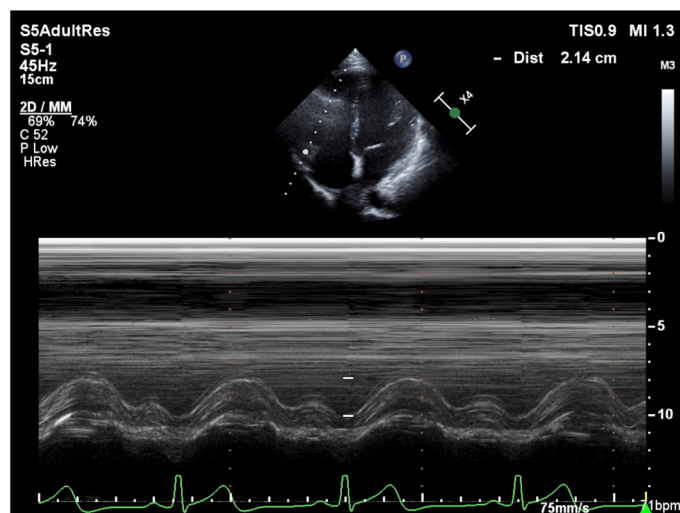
Determination of the tricuspid annular plane systolic excursion in preserved right ventricle function with severe pulmonary arterial hypertension using M-mode in apical four-chamber view
